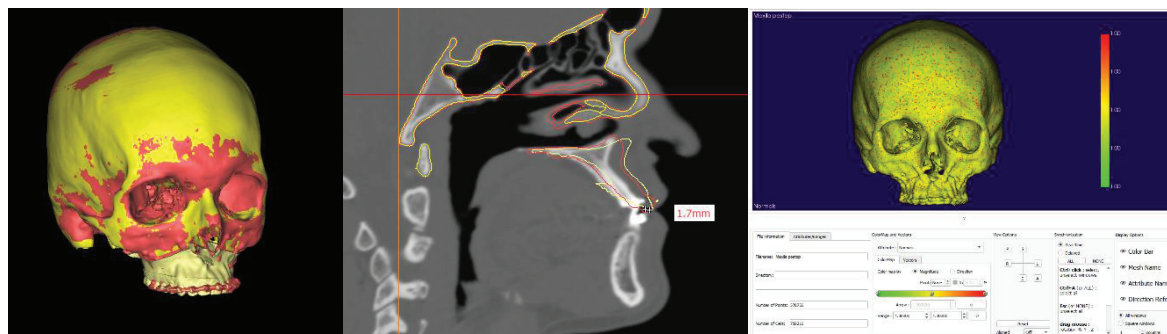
Evaluarea preciziei și acurateții intervenției ortognatice. A) Suprapunerea modelului virtual preoperator cu modelul virtual postoperator. B) Calcularea devierii liniare prin suprapunerea tomografiei preoperatorie, a planului preoperator și a tomografiei postoperatorii. C) Analiza colorimetrică tridimensională pe modelele virtuale.
